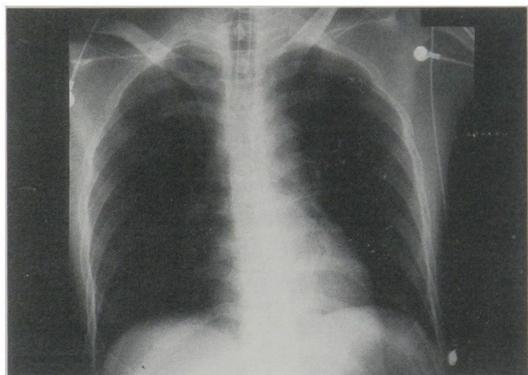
Chest X-ray photo on transfer shows the foreign body at the tracheal bifurcation.
